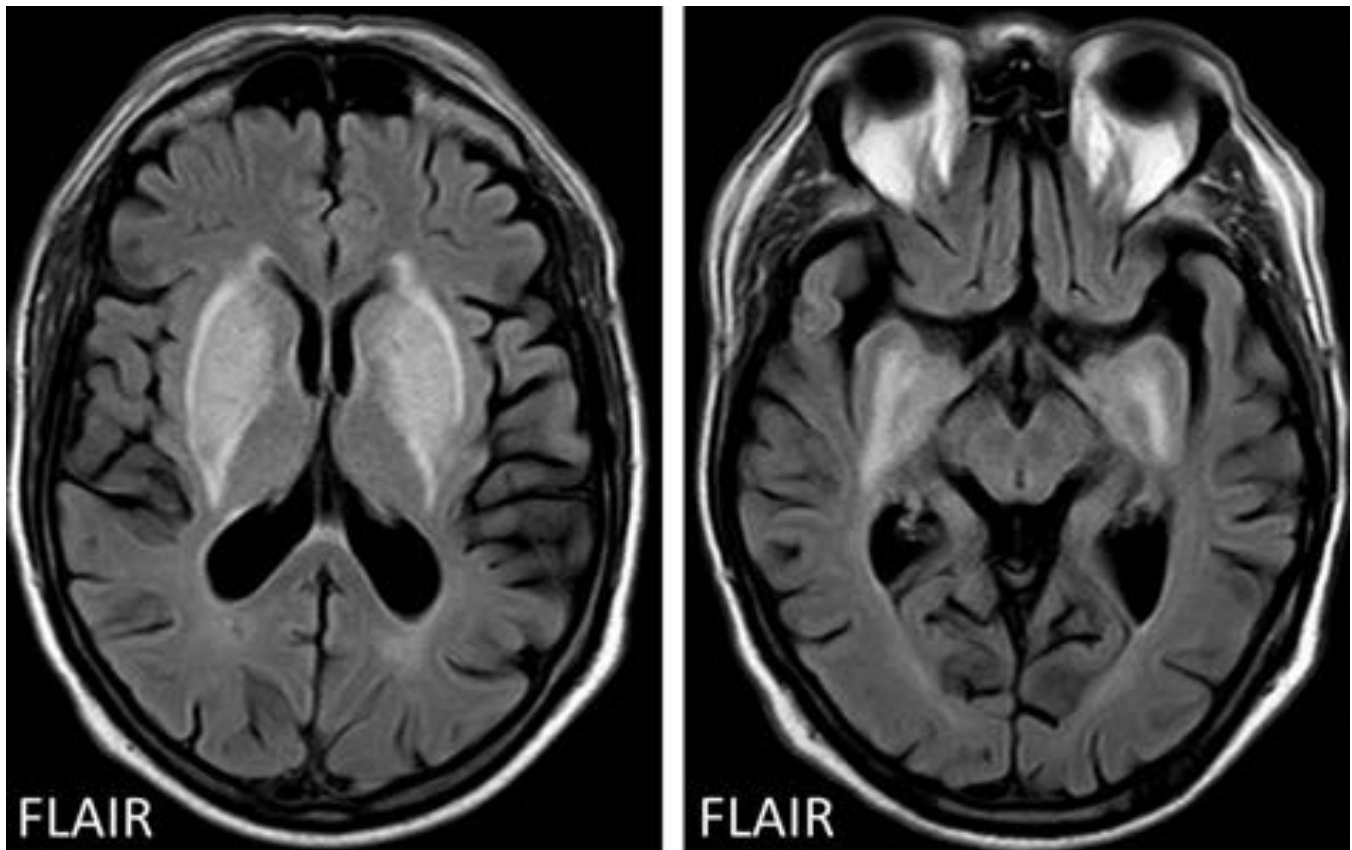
Intoxicación por metanol. Varón de 34 años con pérdida de visión bilateral y antecedentes de intoxicación con metanol. RM de control del paciente anterior un año después del episodio agudo. El daño neuronal se hace irreversible y da lugar a cavidades gliótico-malácicas bilaterales y simétricas en ambos putámenes. Servicio de Radiodiagnóstico, Hospital Clínico Universitario Virgen de la Arrixaca, Murcia.
